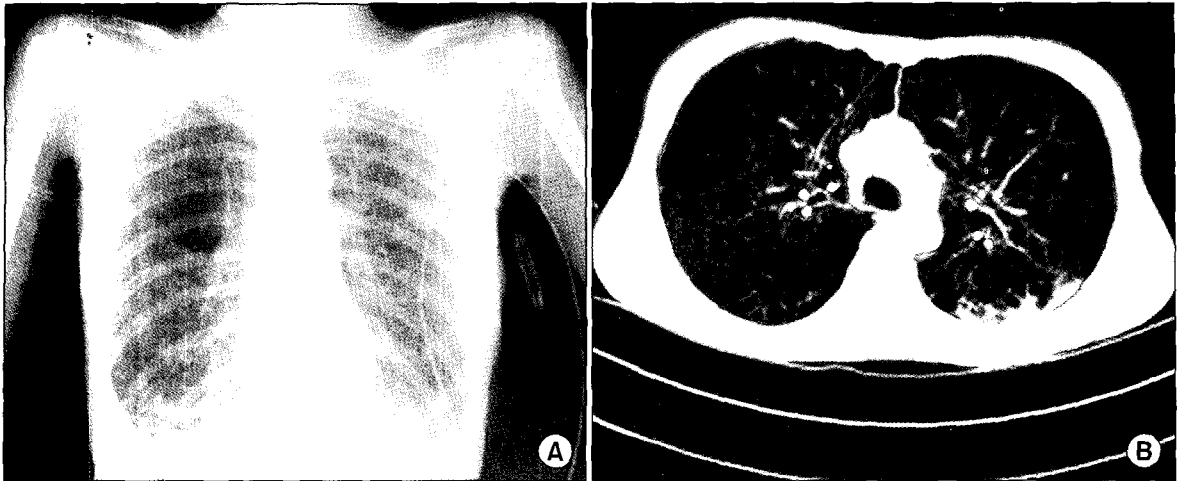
Preoperative chest PA (A) & chest CT (B).
